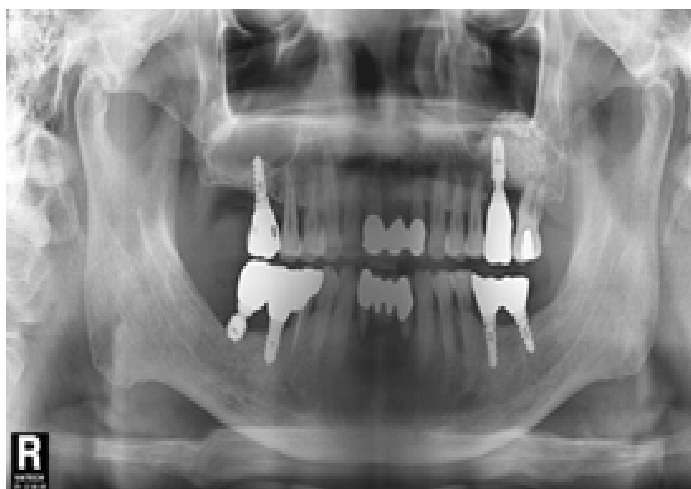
Initial panoramic radiography. There were severe alveolar bone resorptions on mandibular anterior segment.
